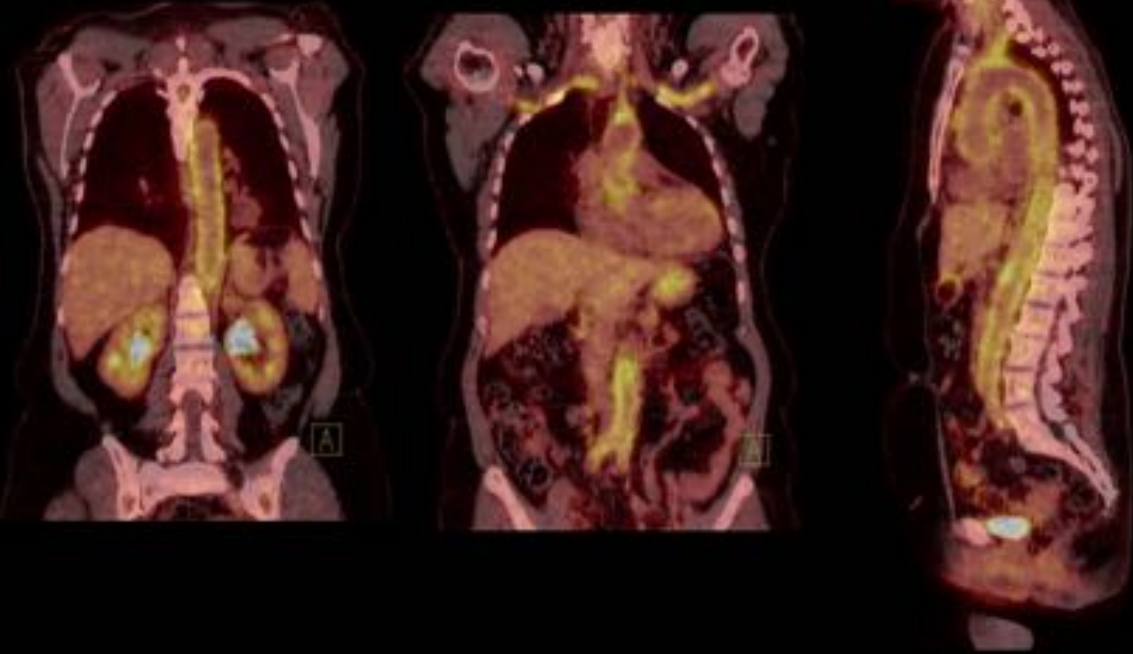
Arteritis de células gigantes: Captación de la pared aórtica en PET.
